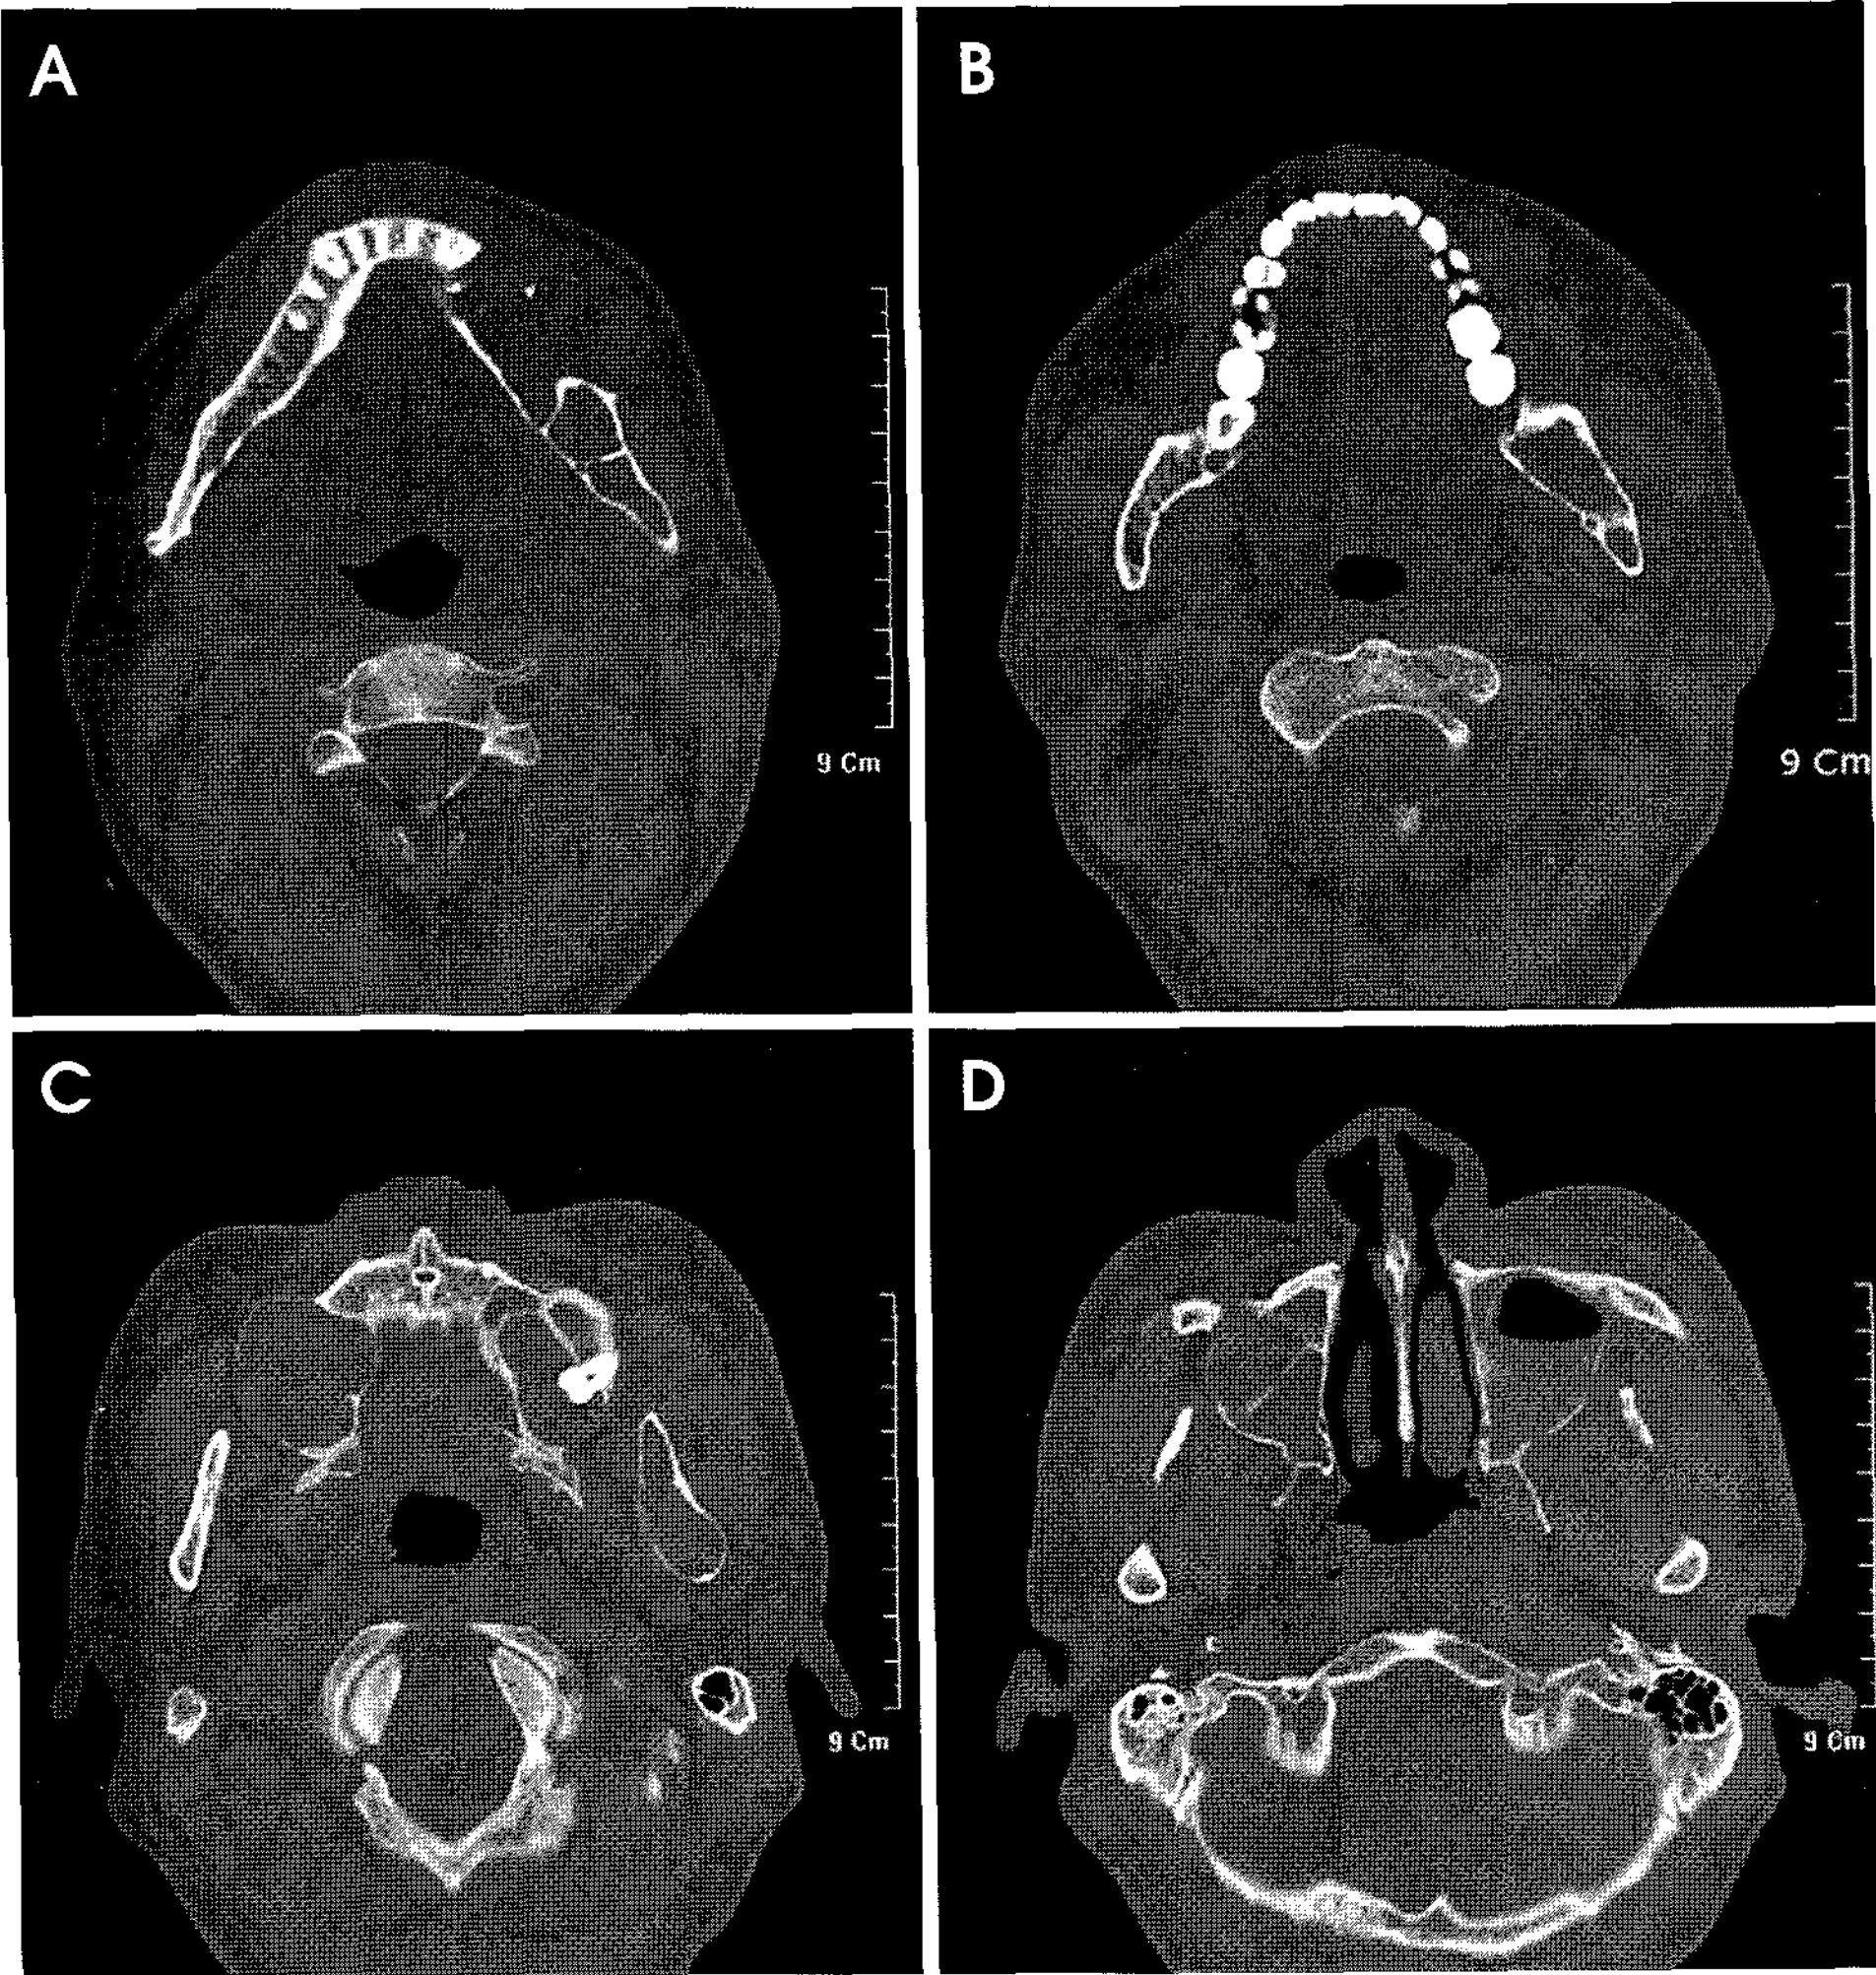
Axial CT scans (A) showing thinning of lingual cortical bone of Lt. Mn. and thinning, expansion and perforation of buccal cortical bone of Lt. Mn. (B) showing small cystic lesion with thinning of lingual cortical bone of Rt. Mn. at the distal to #48, (C) showing Lt. Mx. lesion containing crown of #28. (D) showing multilocular pattern in Rt. Mx. lesion.
